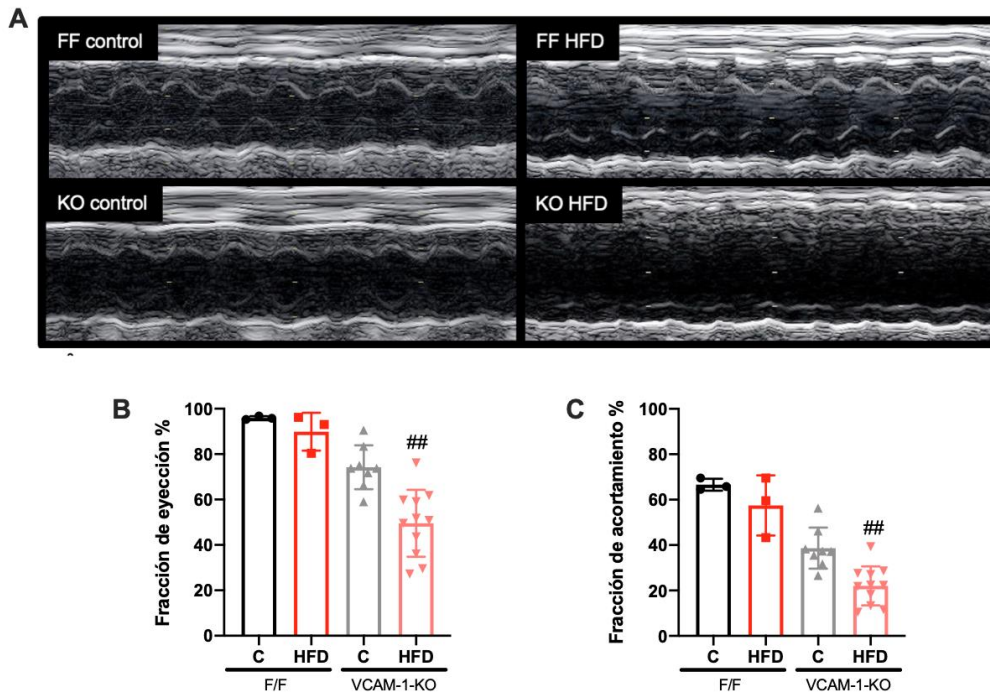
c-VCAM-1-KO produce disfunción sistólica en animales alimentados con HFD. Animales machos C57BL/6N VCAM-1 F/F y c-VCAM-1-KO de 10 semanas de edad se alimentaron con dieta control y dieta alta en grasas (HFD). A las 25 semanas de edad se realizaron ecocardiografías en animales despiertos previamente entrenados para realizar las mediciones. (A) Imágenes representativas de la ecocardiografía Modo M, (B) Fracción de eyección, (C) Fracción de acortamiento. n=3/11 animales por grupo. Los datos fueron analizados por 2way-ANOVA. [#]p<0,05, ^{##}p<0,01 comparado con VCAM-1-KO Control.
